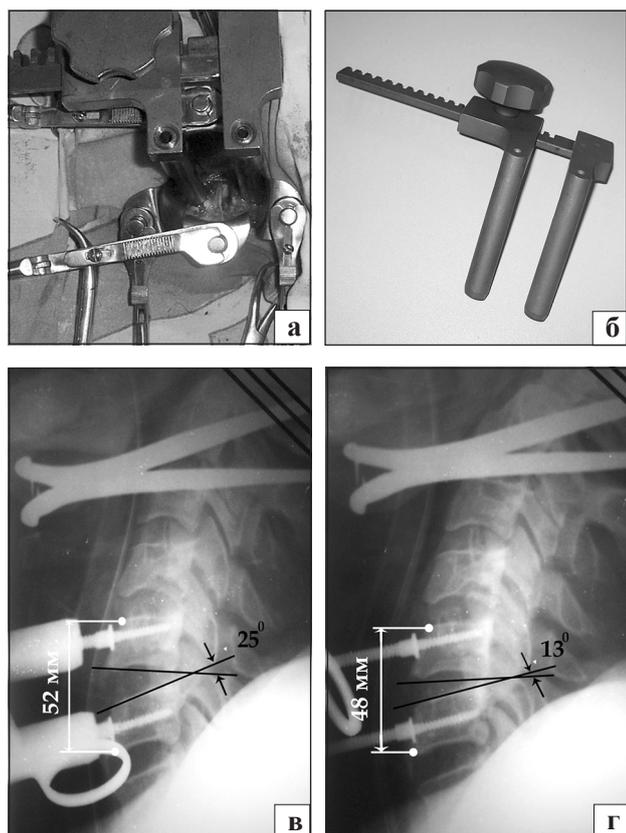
Фотографии: а) ранорасширителей; б) дистрактора позвонков, разработанного в ИППС; фотоотпечатки рентгенограмм, демонстрирующие эффект его применения в пределах одного позвоночного двигательного сегмента: в) рентгенометрические параметры линейных и угловых соотношений шейных позвонков перед началом дистракции; г) после дистракции
